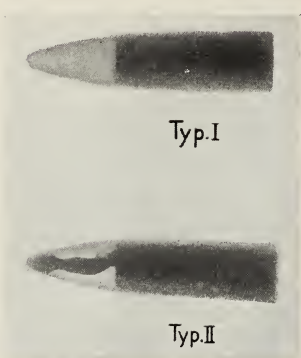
Röntgenaufnahmen englischer Geschosse.
